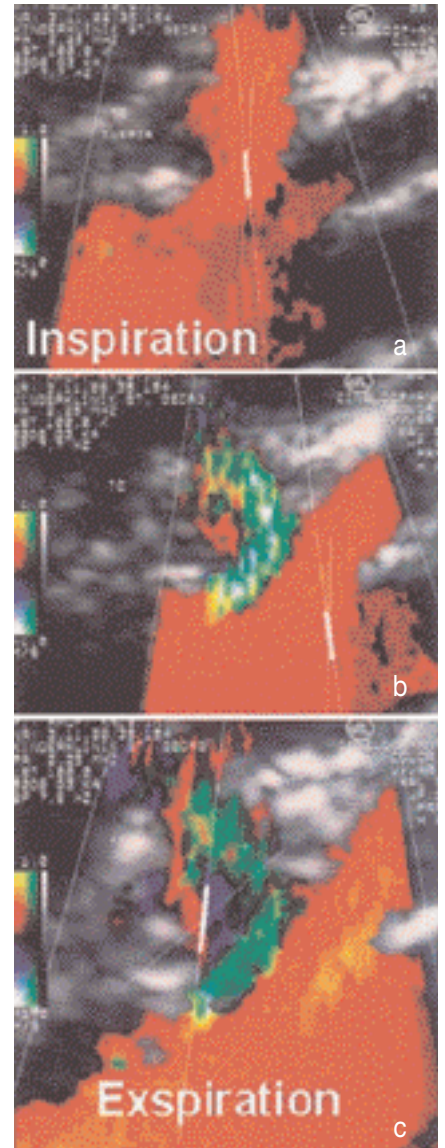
Farbduplexsonogramme des Truncus-coeliacus-Kompressionssyndrom in verschiedenen Atemphasen
